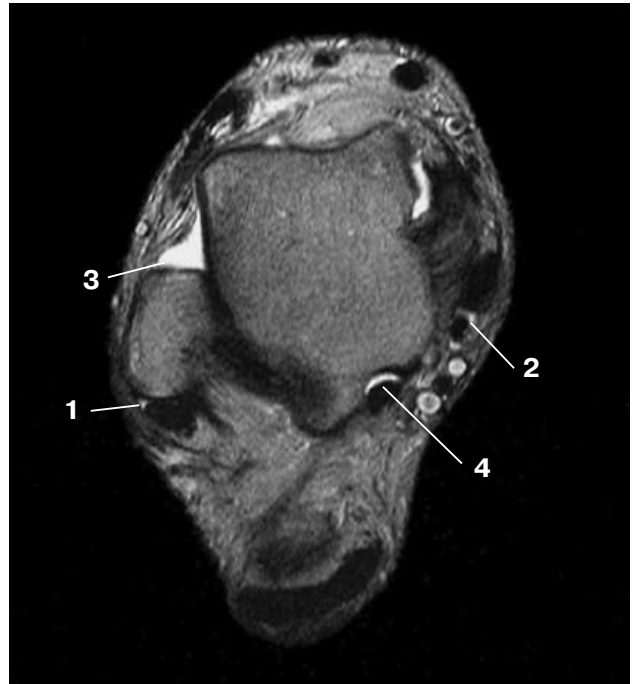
T2-взвешенная аксиальная МР-томограмма на уровне блока таранной кости. 1 – синовиальная жидкость вокруг сухожилий tendo m. peroneus brevis, tendo m. peroneus longus, 2 – жидкость в сухожильном влагалище tendo m. tibialis posterior, 3 – жидкость в полости голеностопного сустава, 4 – жидкость в сухожильном влагалище tendo m. flexor hallucis longus.
